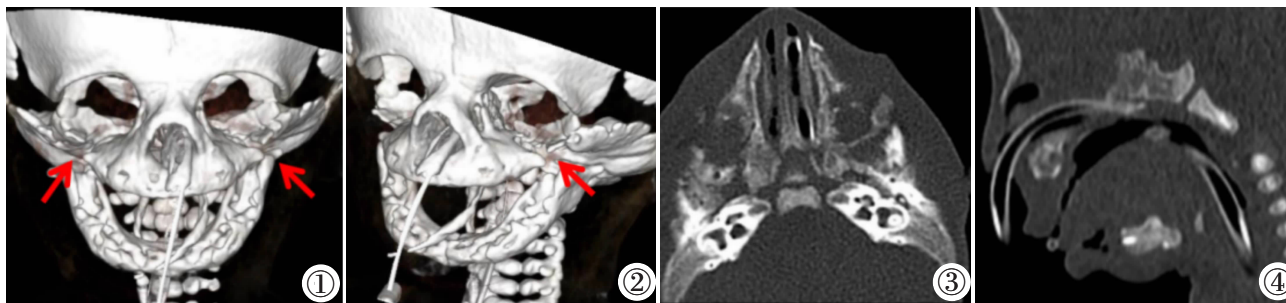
2 颌面部 CT 容积重建显示双侧眼眶外下壁及颧弓缺如(红箭)。图 3 双侧上颌窦、双侧颧弓未见显示, 双侧听小骨小, 双侧乳突致密。图 4 下颌骨短小、后缩导致气道狭窄。
